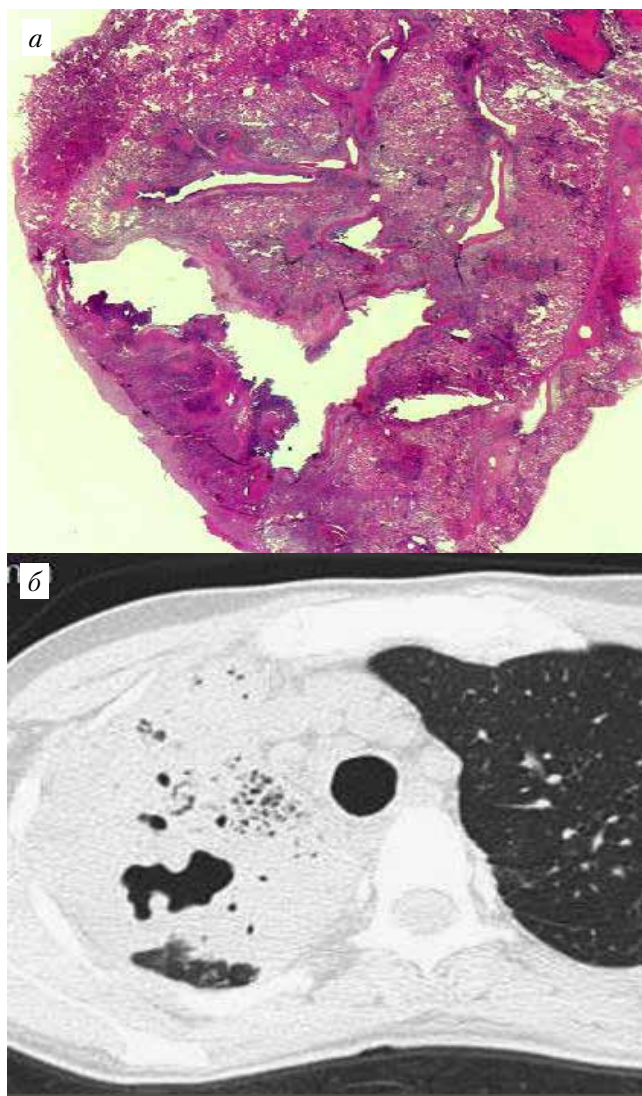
а, б. Острая пневмониогенная каверна из казеозной пневмонии верхней доли правого легкого: а – гистотопограмма, б – КТ
